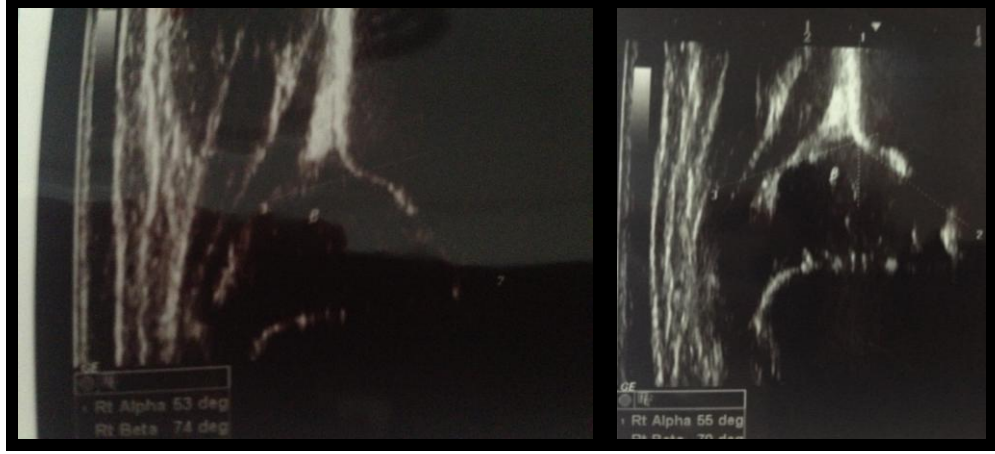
Tip 1b kalça USG görüntüsü
